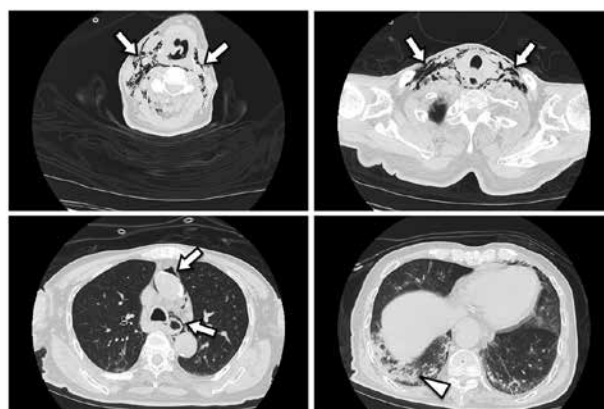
来院時胸部単純 CT 所見。咽頭後部・両側頸部・鎖骨上窩に皮下気腫があり、縦隔に連続した気腫像を認めた (矢印)。右肺底部に誤嚥物による気管支閉塞と浸潤影を認めた (三角印)。
